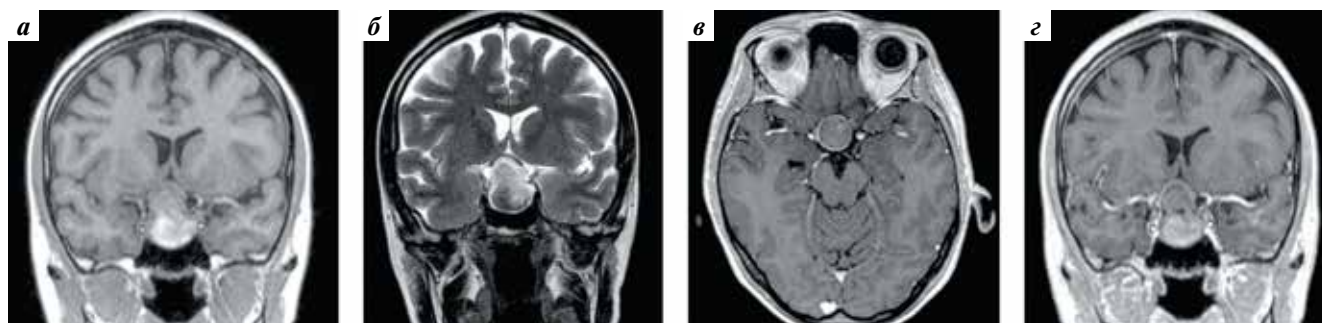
Магнитно-резонансная томография головного мозга пациентки с контрастным усилением: а — T1-режим, фронтальная проекция: объемное образование с супраселлярным компонентом, непосредственно прилежащее к хиазме зрительных нервов, неоднородное по структуре, с гиперинтенсивным сигналом в инфраселлярной части; б — T2-режим, фронтальная проекция: эндосупраинфраселлярная часть опухоли, преимущественно с гиперинтенсивным сигналом; в — с контрастным усилением, аксиальная проекция: супраселлярная часть опухоли, отмечается интенсивное накопление контрастного препарата по периферии опухоли; г — с контрастным усилением, фронтальная проекция: эндосупраинфраселлярная часть опухоли, неоднородная по структуре, интенсивно накапливающая контрастный препарат по периферии опухоли с тесным прилеганием к хиазме зрительных нервов
